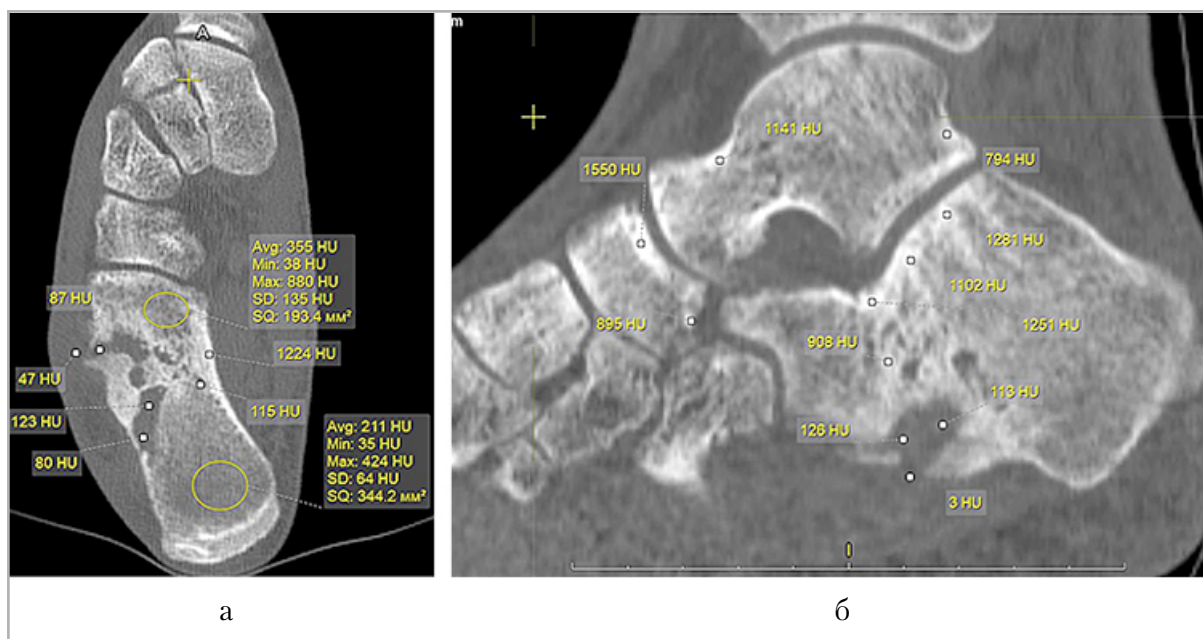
МСКТ стопы и голеностопного сустава больного К., 32 года. Хронический остеомиелит правой пяточной кости. Аксиальный срез, свищевой ход, полость (а), МРР в сагитальной плоскости (б). Свищевой ход в пяточной кости. Локальное измерение плотности таранной, пяточной и кубовидной костей
